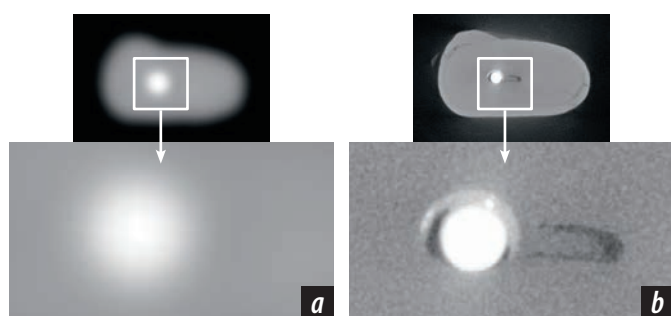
Фрагменты томограмм корня зуба в аксиальной плоскости, корневой канал содержит гуттаперчевый штифт для метода латеральной конденсации холодной гуттаперчи и цинкоксид-эвгенольный силер. На КЛКТ штифт и силер не различаются, очертания содержимого корневого канала размыты (а). На микро-КЛКТ виден один гуттаперчевый штифт, силер с единичными точечными высокоплотными включениями, промежуток между штифтом, силером и дентином. Корневой канал щелевидной формы пролечен неполностью, частично заполнен фрагментами дентина, которые не были удалены после механической обработки (б)
